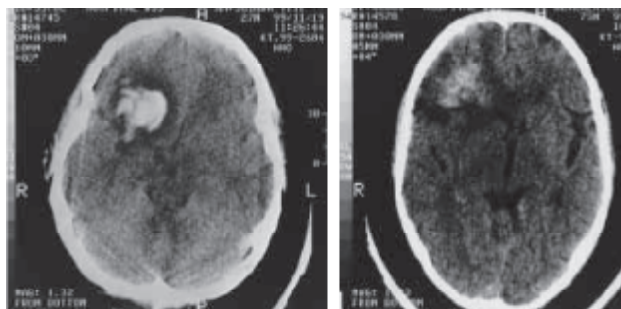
Динамика КТ - саногенеза у больной Б., 44 лет 2-й группы.
